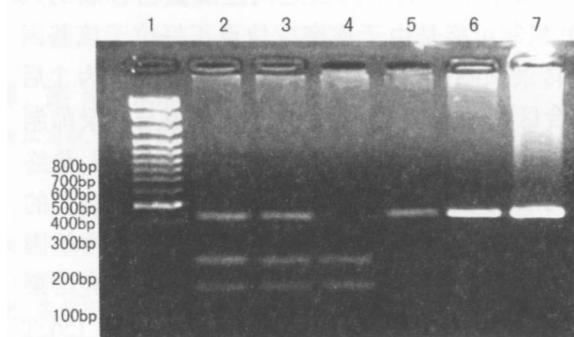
聚合酶链反应产物 SPH iv 酶切电泳图 1 为 100 bp DNA Ladder, 2、3 为 CT 基因型, 4 为 TT 基因型, 5~7 为 CC 基因型。
